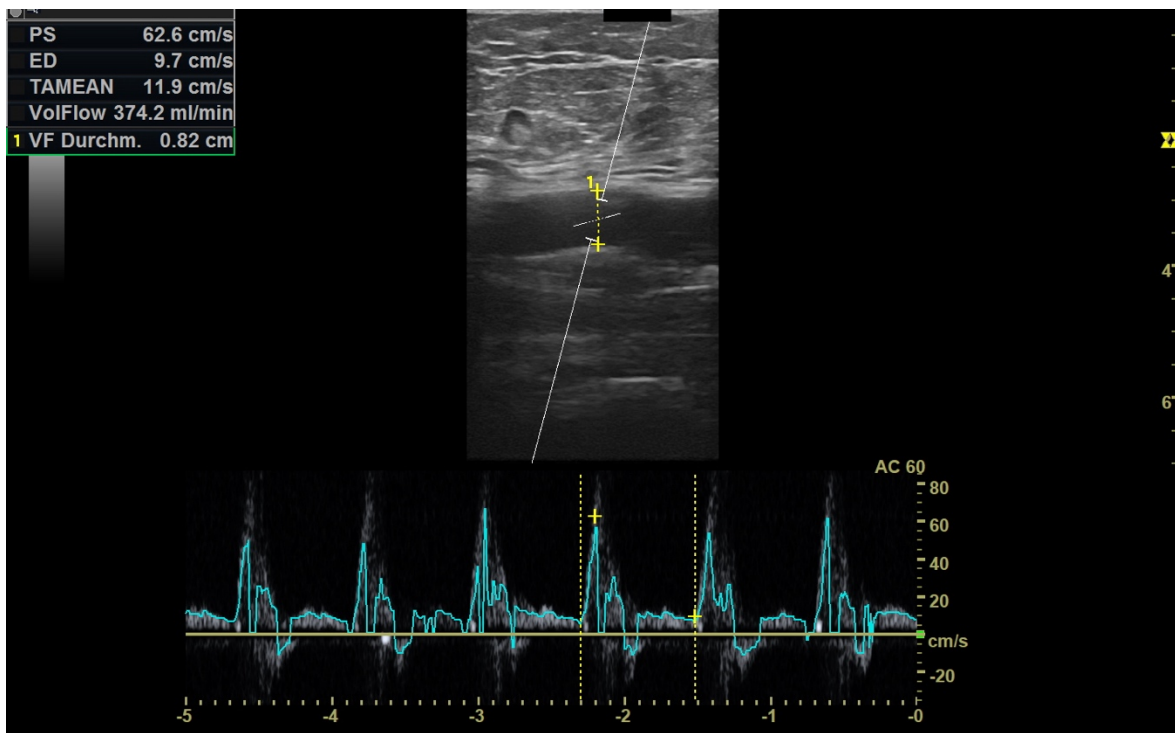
ASV von 374,2 ml/min, gemessen in der linken AFC mittels Duplexsonographie.<sup>74</sup>
